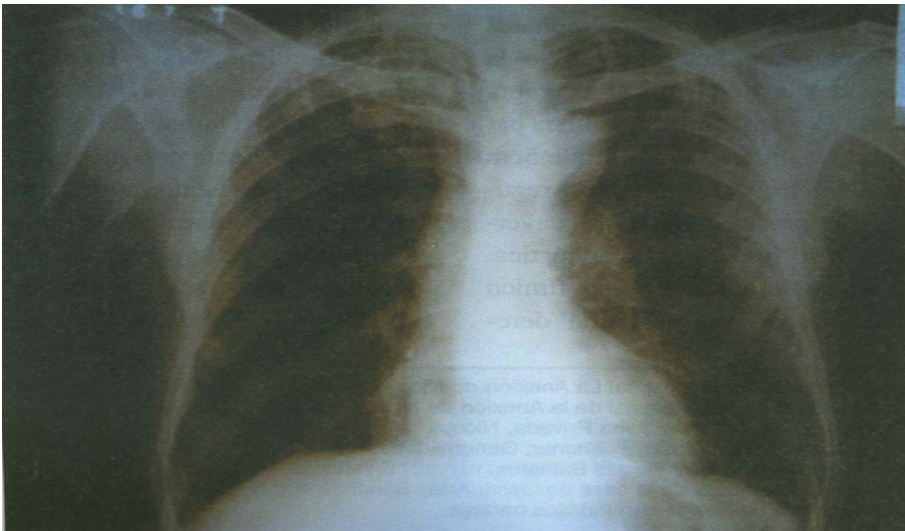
Radiografía de Tórax: caso clínico, obsérvese lesión apical derecha.
